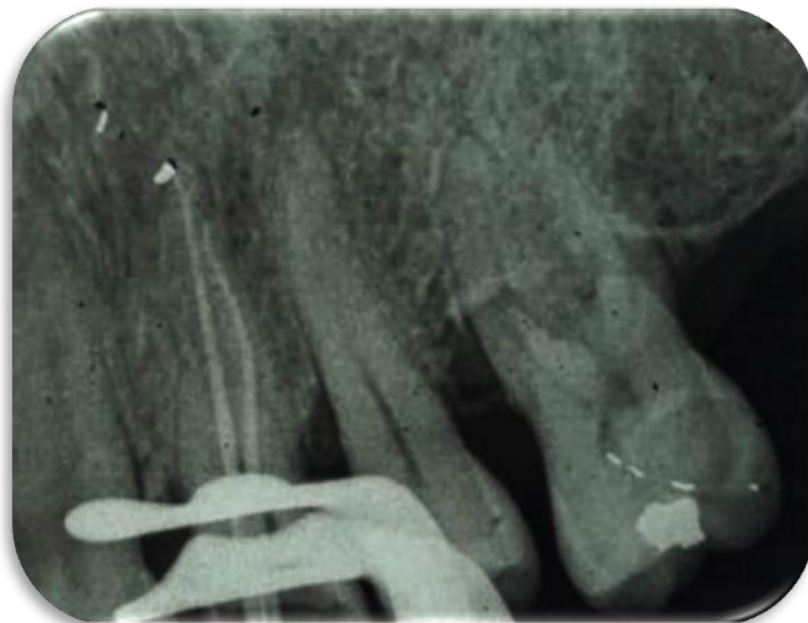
Radiografia periapical com a prova do cone (condutos vestibulo-distal e palatino).
